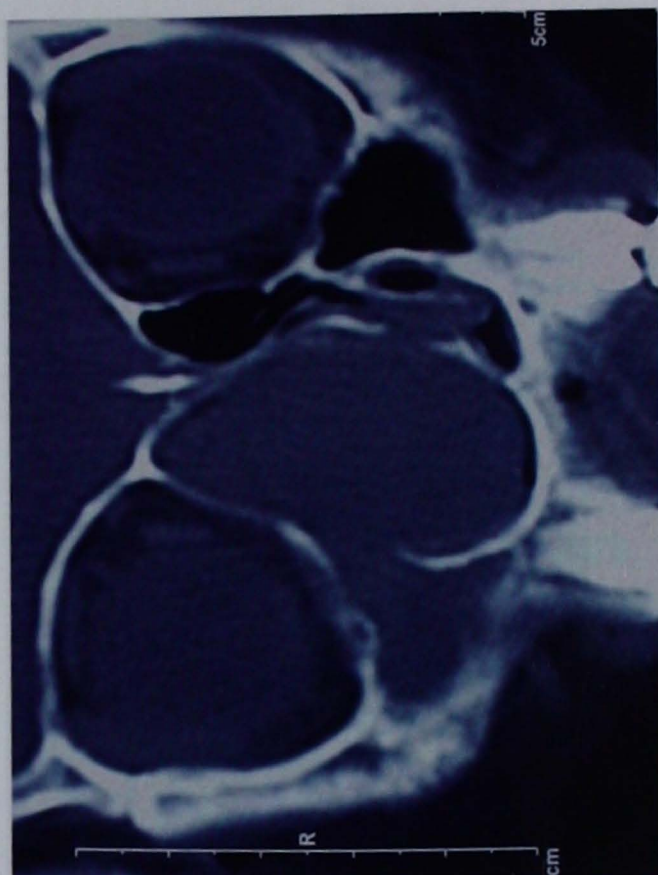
TC simple de la nariz y los senos paranasales. Eje axial de la lesión ocupativa del cornete medio derecho, la cual es homogénea, isodensa y bien delimitada; ausencia del complejo osteomeatal y de la pared medial del seno maxilar, así como desplazamiento del septum nasal en sentido contralateral.
